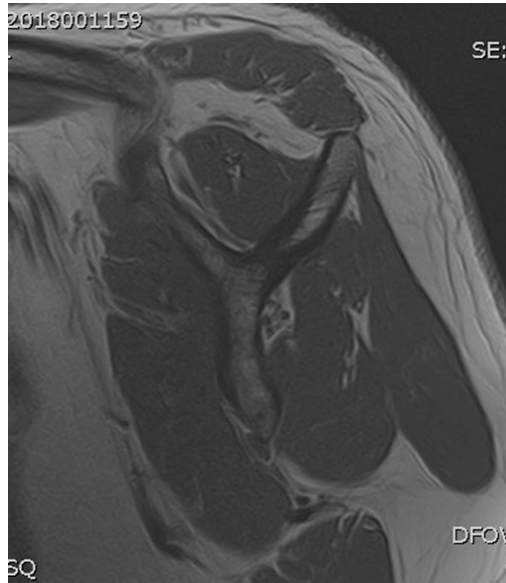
RMN com atrofia grau I do supraespinhoso
